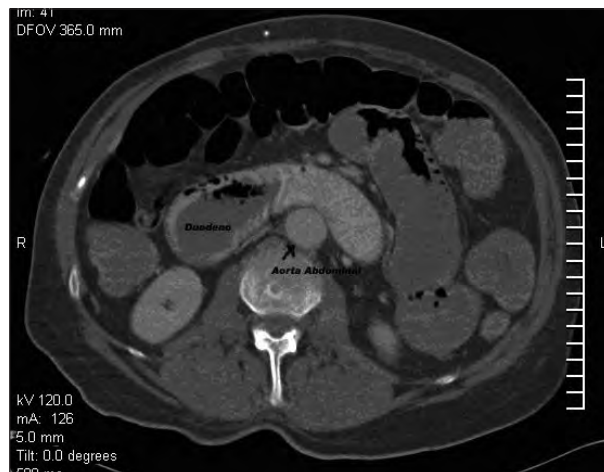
Tomografía computarizada abdominal 10 minutos tras administración de contraste intravenoso.
